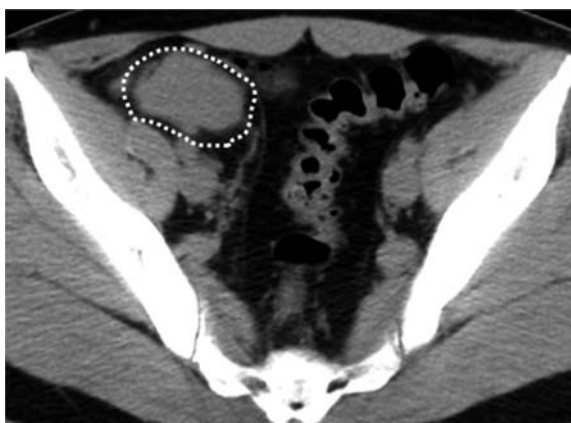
Abdominal CT (at first visit). A mass 50 mm in size was detected in the right retroperitoneum.
